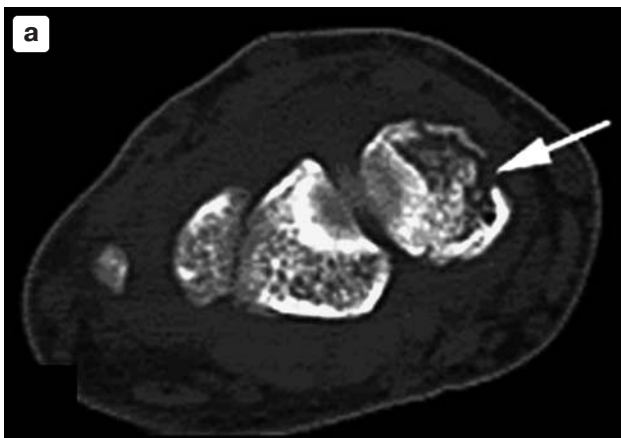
Перелом средней трети ладьевидной кости: а — аксиальная компьютерная томограмма; б — фронтальная МРР.
